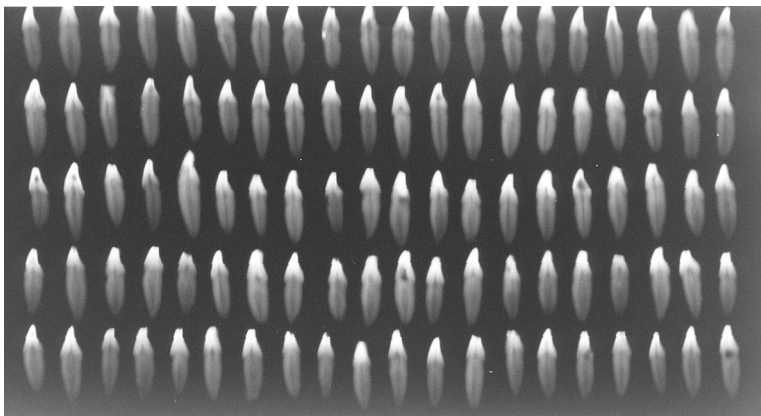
Radiografia com os dentes dispostos no sentido méso-distal.
